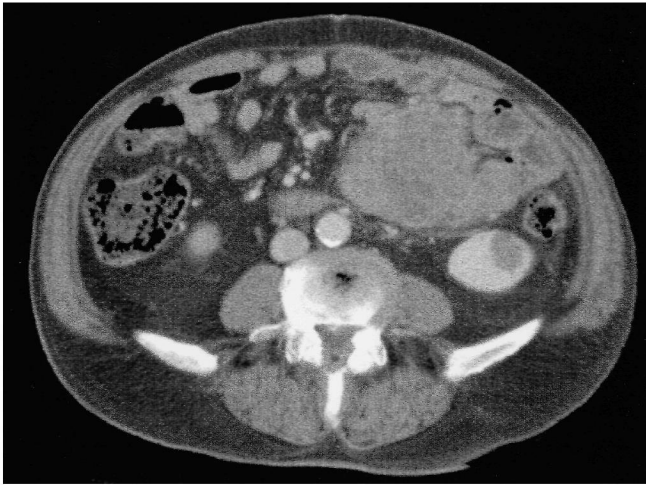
Case 2. CT-scan shows a tumor of 7cm size on the left abdomen.
